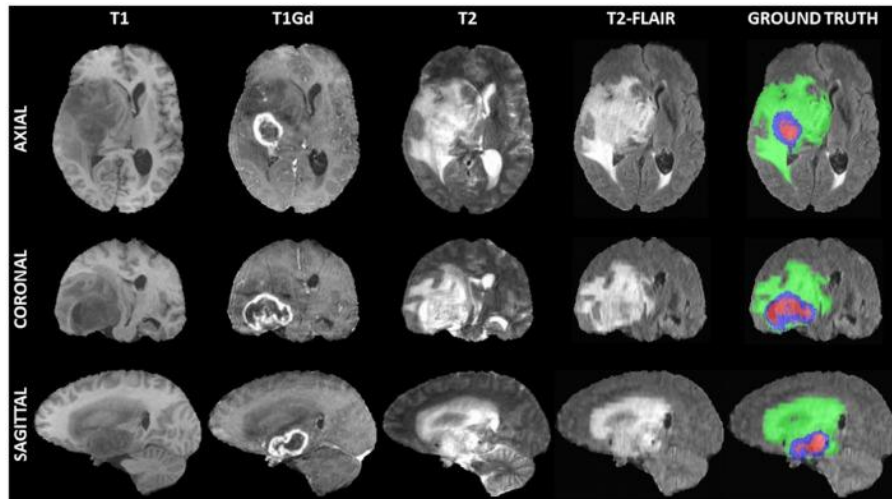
Ejemplo de una exploración de imágenes por resonancia magnética multiparamétrica 3D. De izquierda a derecha, se ilustran las cuatro modalidades de entrada, que incluyen ponderación T1 nativa (T1), poscontraste T1 (T1Gd), ponderación T2 nativa (T2) y recuperación de inversión atenuada por líquido T2 (T2-FLAIR), proporcionada como parte del conjunto de datos BraTS. De arriba a abajo, se representan tres vistas (es decir, axial, coronal, sagital) de estos volúmenes 3D para mostrar la naturaleza tridimensional de estos escans. (25)
